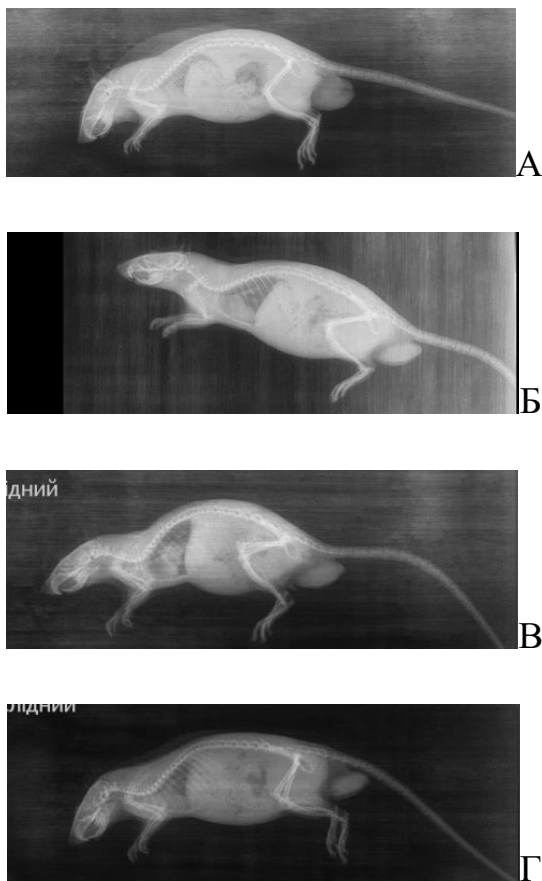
Рентгенографічні дослідження щурів, взятих у експеримент. А – інтактна тварина; Б – тварина з ізопротренол-індукованою ішемізацією; В, Г – тварини з ізопротренол-індукованою ішемізацією на тлі застосування С-145.
